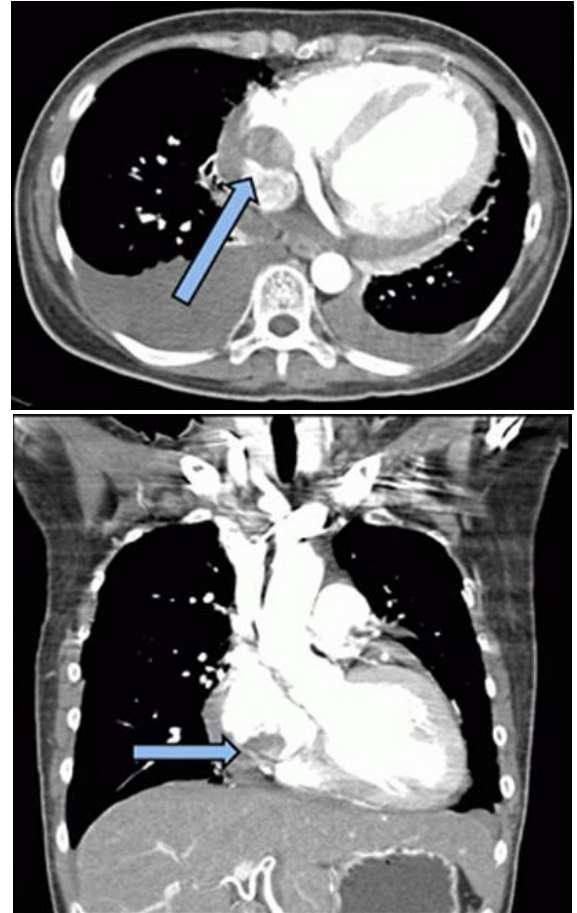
Chest CT angiography shows low-attenuated filling defect in the right atrium (arrow), attached to the tunneled cuffed hemodialysis catheter.
